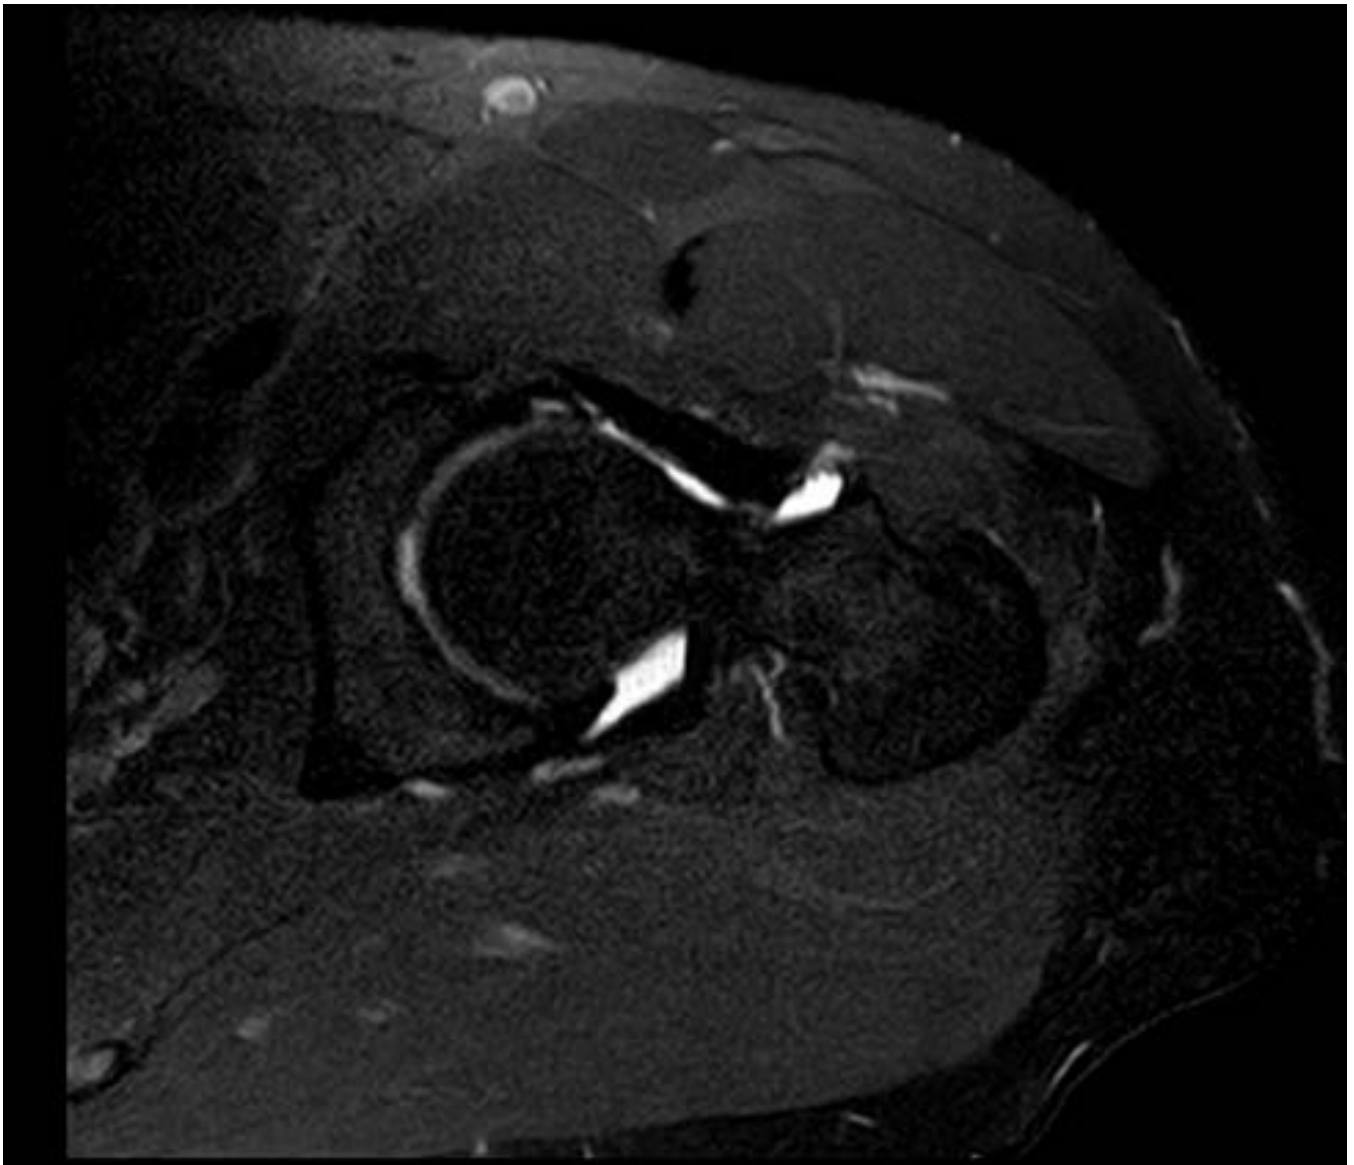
Rrtro-RM corte axial T1 IR del mismo paciente que muestra desgarro con labral anterior.
